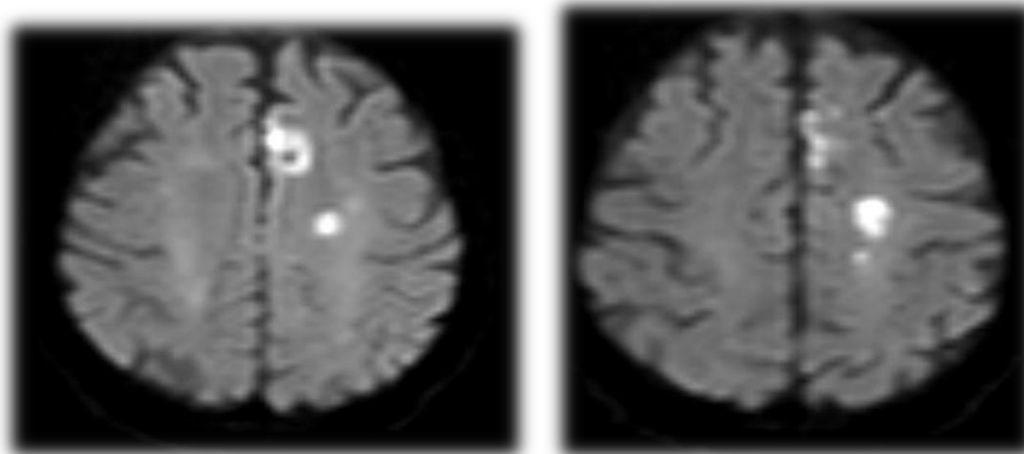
МРТ на 5-е сутки
